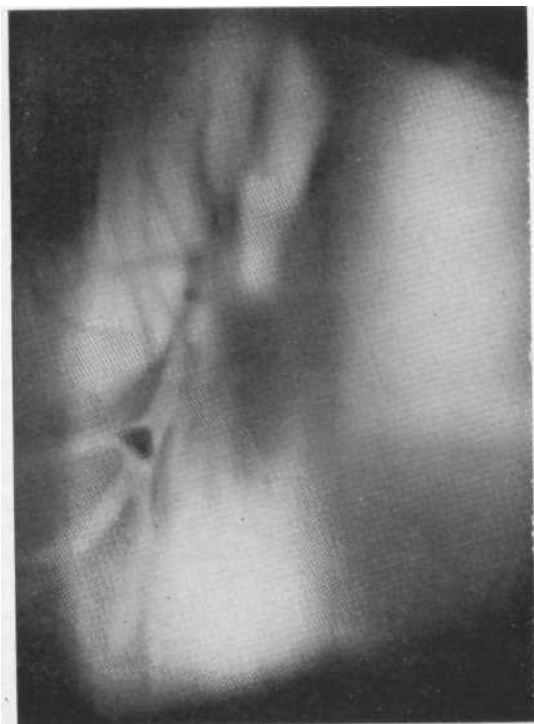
Томограмма правого легкого в боковой проекции. В просвете нижнедолевого бронха камень, обусловивший ретростенотическое воспаление нижней доли. На фоне воспаления видны просветы бронхов. Операция.
